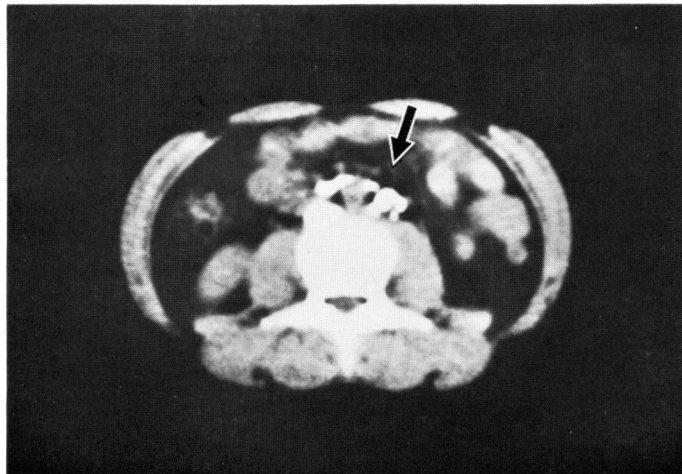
Plain CT after lymphangiography.
